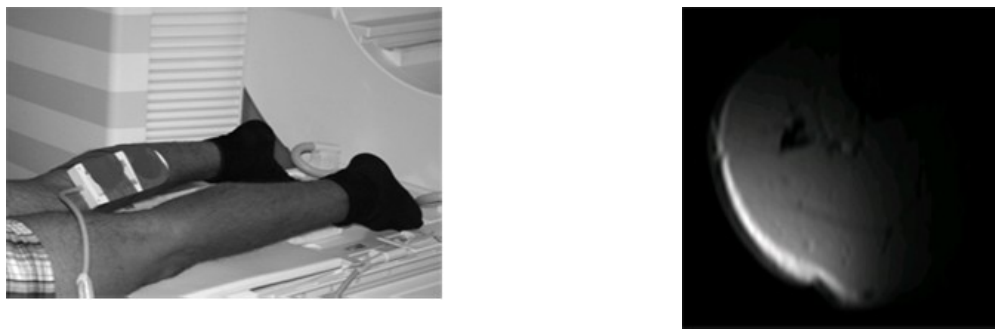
Versuchsaufbau der ³¹Phosphat-Magnet-Resonanz-Spektroskopie Messungen
